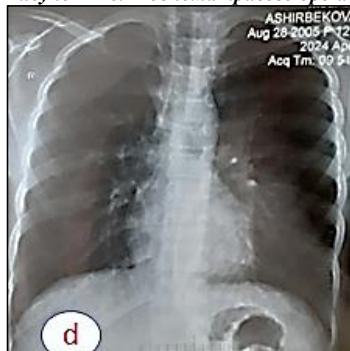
Рентген грудной клетки после 3-х бронхоскопии
